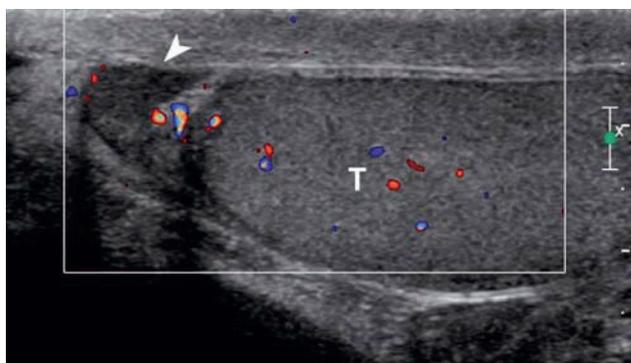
Anatomia normale. Scansione sagittale di un testicolo normale (T). La testa dell'epididimo (punta di freccia) è ben riconoscibile al polo craniale. Il color-Doppler dimostra la presenza di vasi all'interno sia del didimo che dell'epididimo
